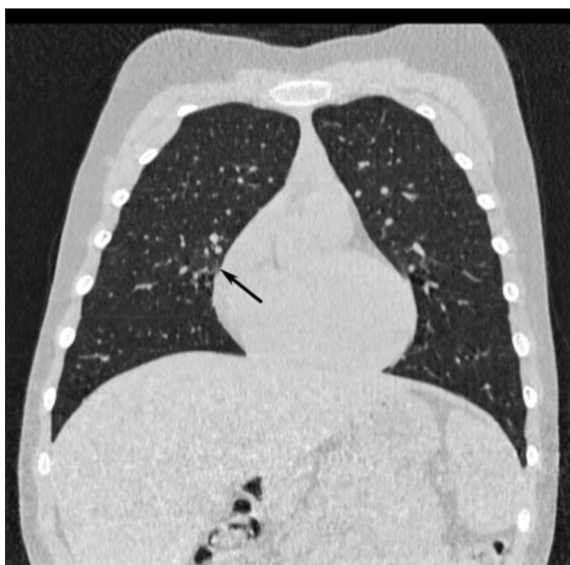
Пациент Андрей В., 6 лет, с диагнозом «Гастроэзофагеальный рефлюкс высокой степени, недостаточность кардии. Аспирационный синдром. Поствоспалительные изменения средней доли правого легкого». Компьютерная томография. Линейная зона консолидации в S5 правого легкого, идущая от корня к периферии поствоспалительного характера (указана стрелкой).
